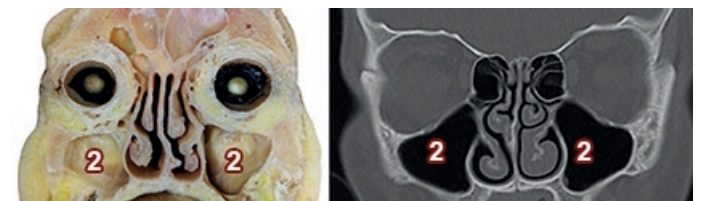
Corte y TC coronal de cabeza a la altura del seno maxilar. 2) Seno Maxilar
